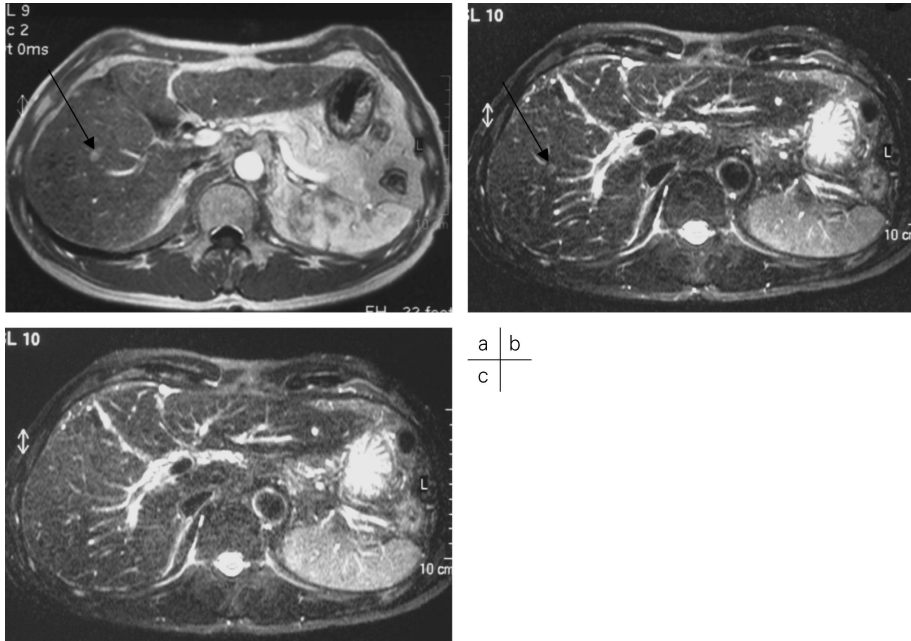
Hepatic arterial-phase MR image (a) and respiratory-triggered fast spin-echo T₂-weighted MR images (RT-FSE T₂WI; TR/TE = 2300/100, echo-train length (ETL) = 11) without (b) and with (c) sensitivity encoding (SENSE) technique in a patient with a small hypervascular hepatocellular carcinoma (HCC)
